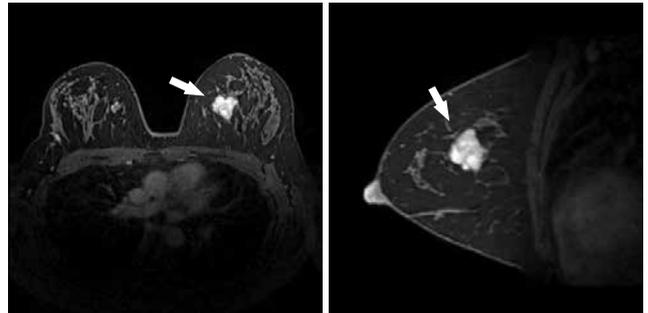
乳房造影MRI検査の横断像(左)と矢状断像(右)
